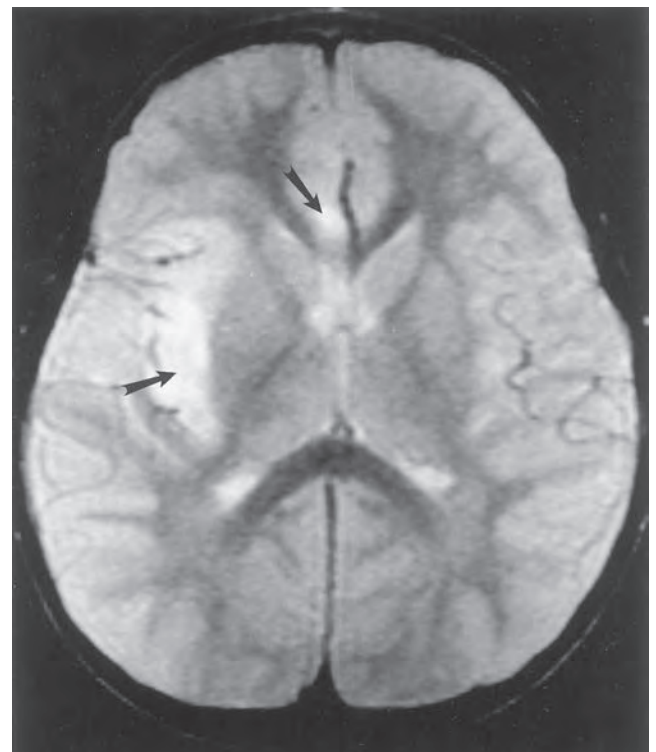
Imagen de resonancia magnética en fase T2 del cerebro que muestra un incremento de la intensidad de señal (flechas) en componentes del sistema límbico en un sujeto con encefalitis por herpes simple.
